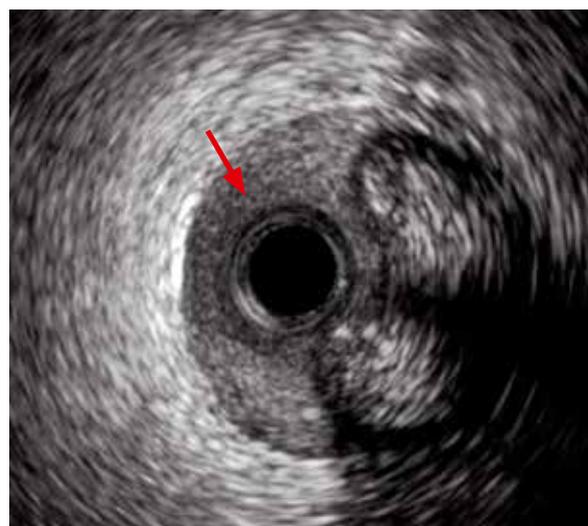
ВСУЗИ на уровне дистального сегмента ПКА (стрелкой обозначен кровоток в ложном просвете).
